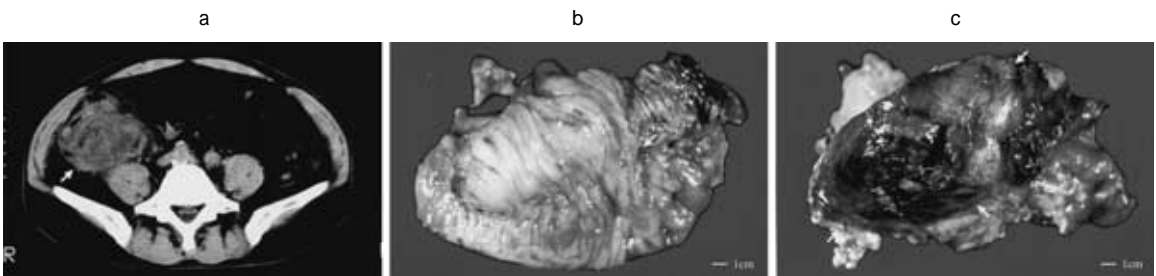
a : Computed tomography ( CT ) of case 4. Arrow was indicated a mass of the cecum.
